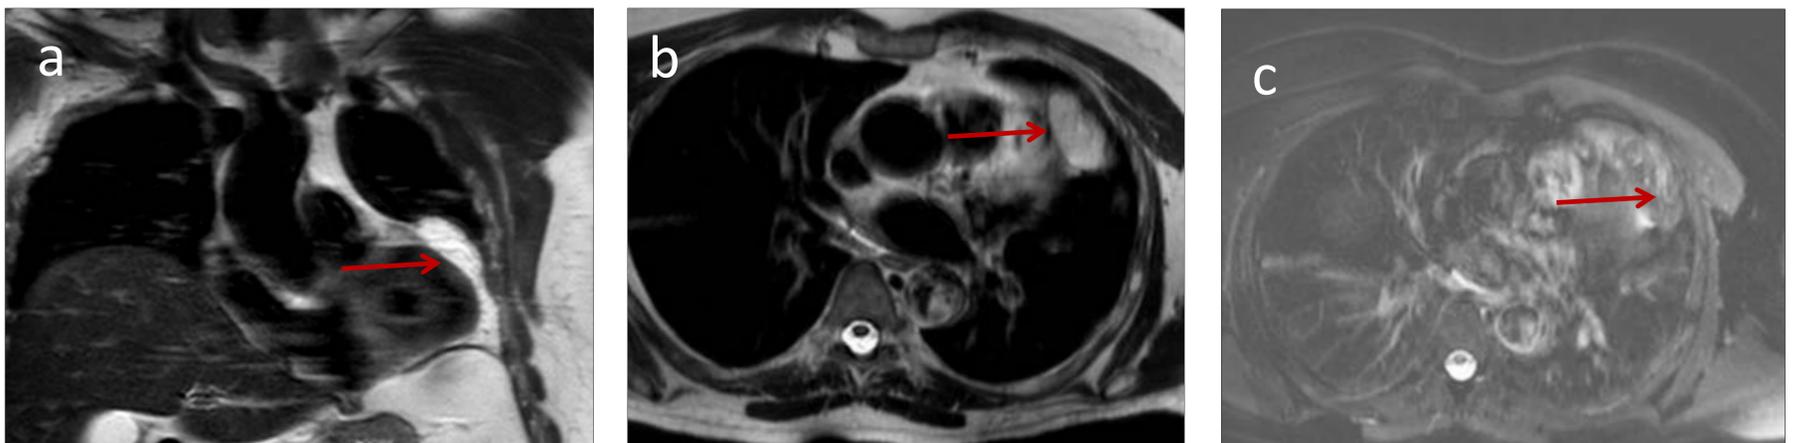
RM T2 FAT SAT a).- coronal b).- axial y c).-Supresión grasa: Lesión ovoidea encapsulada en la región epicárdica anterior izquierda, de naturaleza grasa pero con señal heterogénea (flecha), observándose también una alteración en la señal de la grasa adyacente debido al componente inflamatorio.
